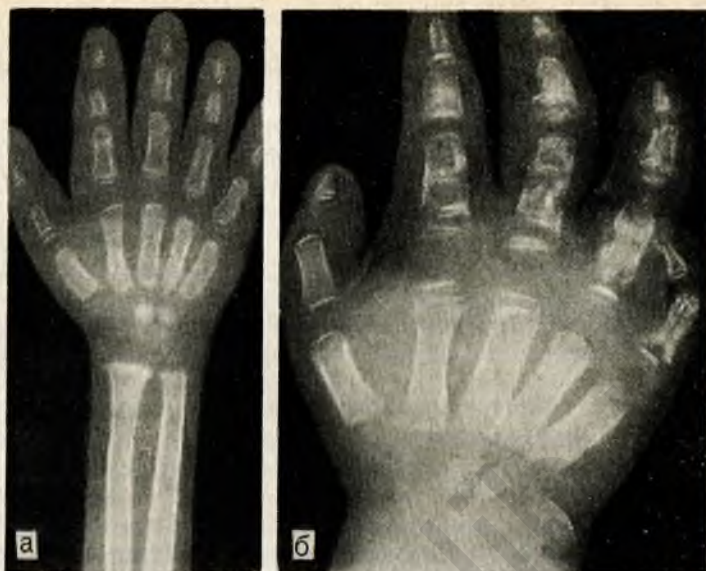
Рентгенограмма костей руки ребенка с серповидно-клеточной анемией. Следует обратить внимание на отсутствие изменений в костях в начале заболевания (а) и ее деструкцию и изменения в тканях периоста через 2 нед (б).
